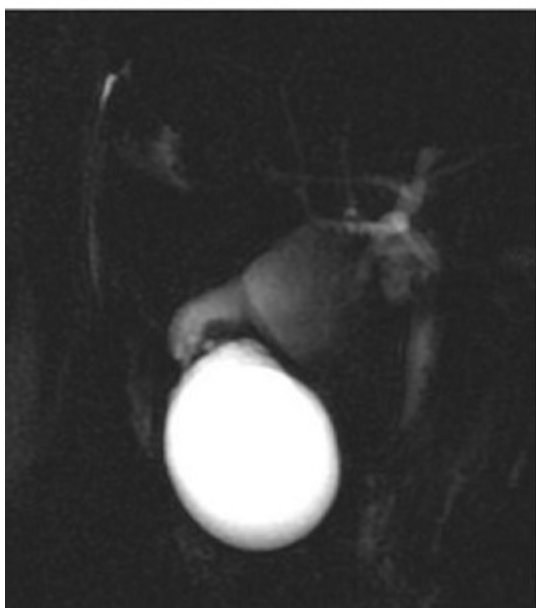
RMN de vesícula biliar con aparente división vesicular
